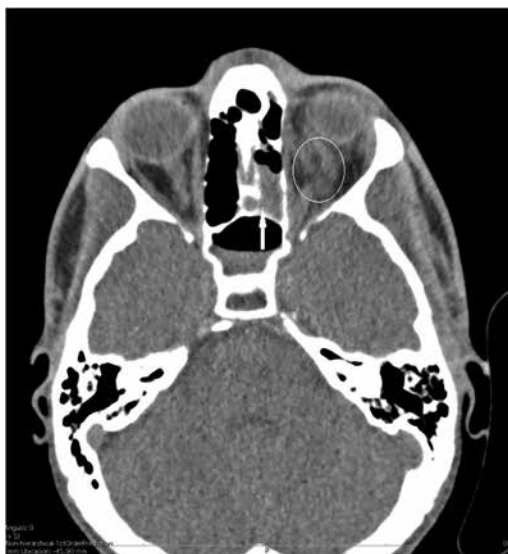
TC de órbitas en el que se observa, masa intraconal en órbita izquierda (círculo blanco) con sinusopatía inflamatoria (flecha blanca).
